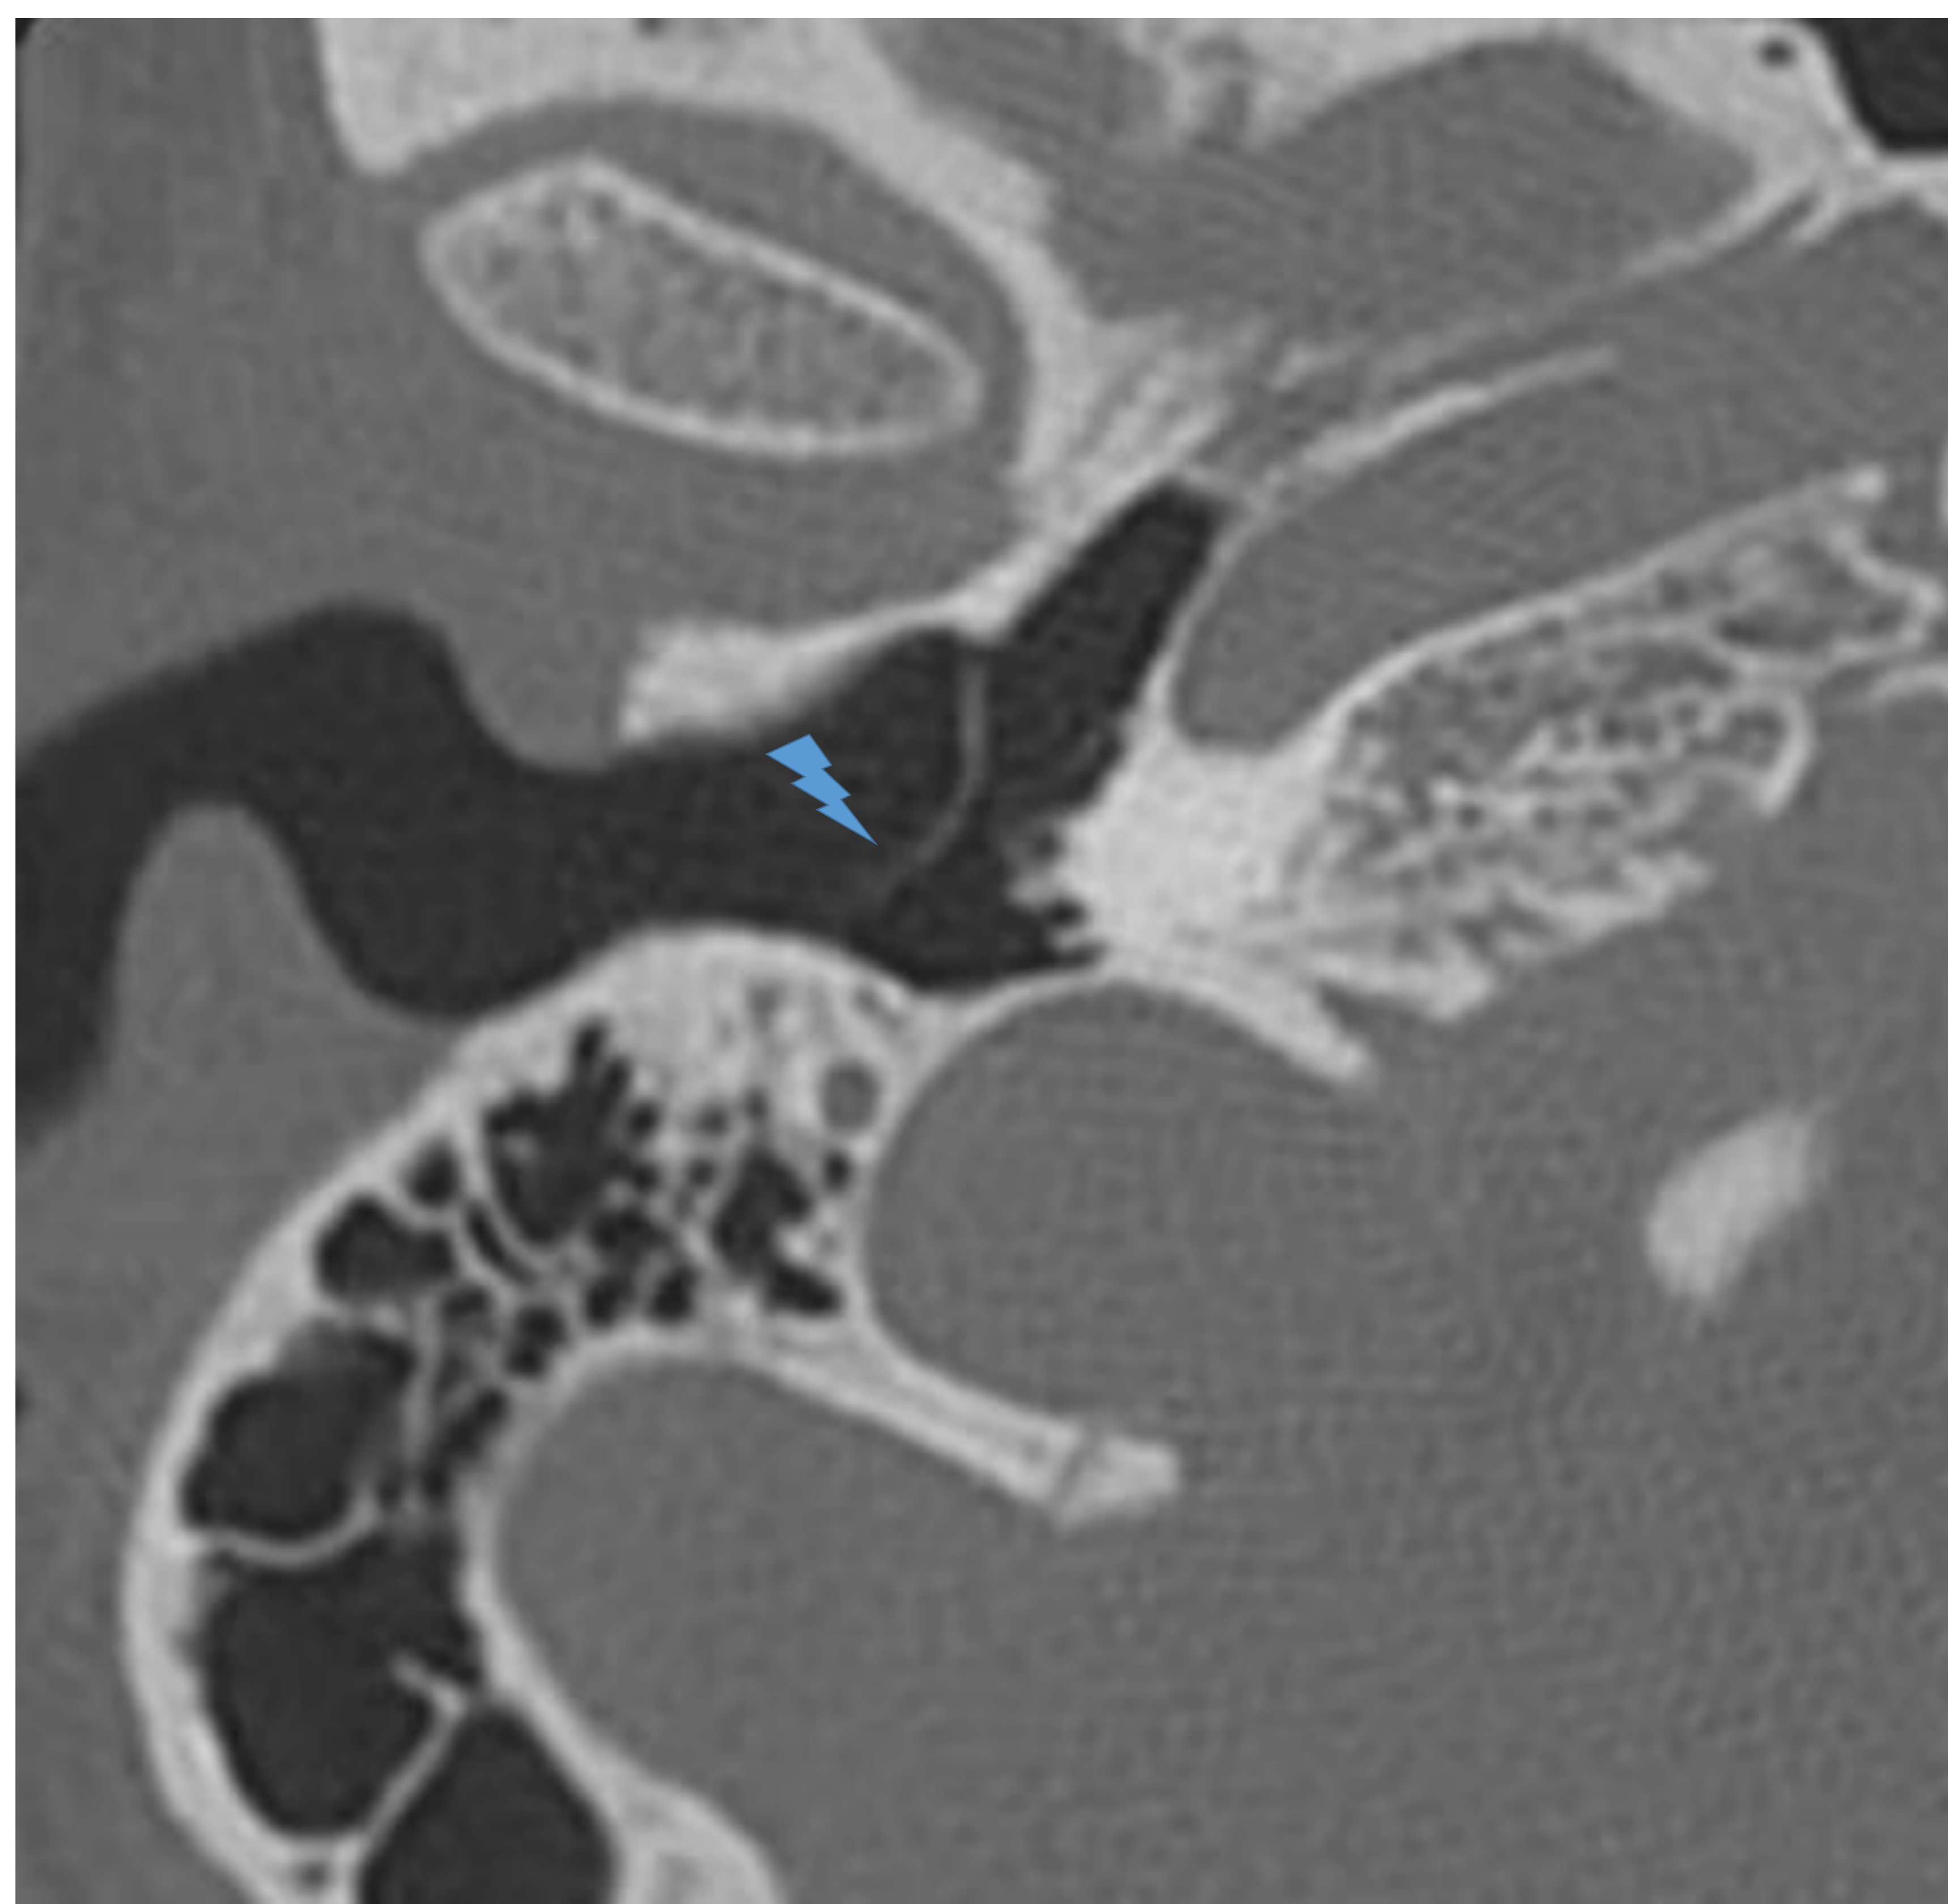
Corte axial TC: Membrana timpánica
